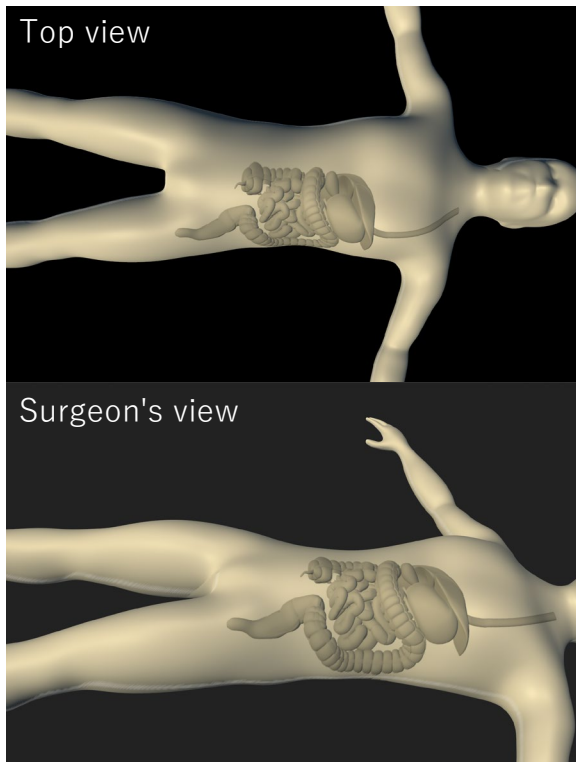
術前診断データの SAR 提示を示す CG. 図中の内臓モデルは MRI や CT 画像の代用である。上: 患者の真上から見た歪んだ投影画像。下: 術者視点から見た幾何学的に正確な結果。
